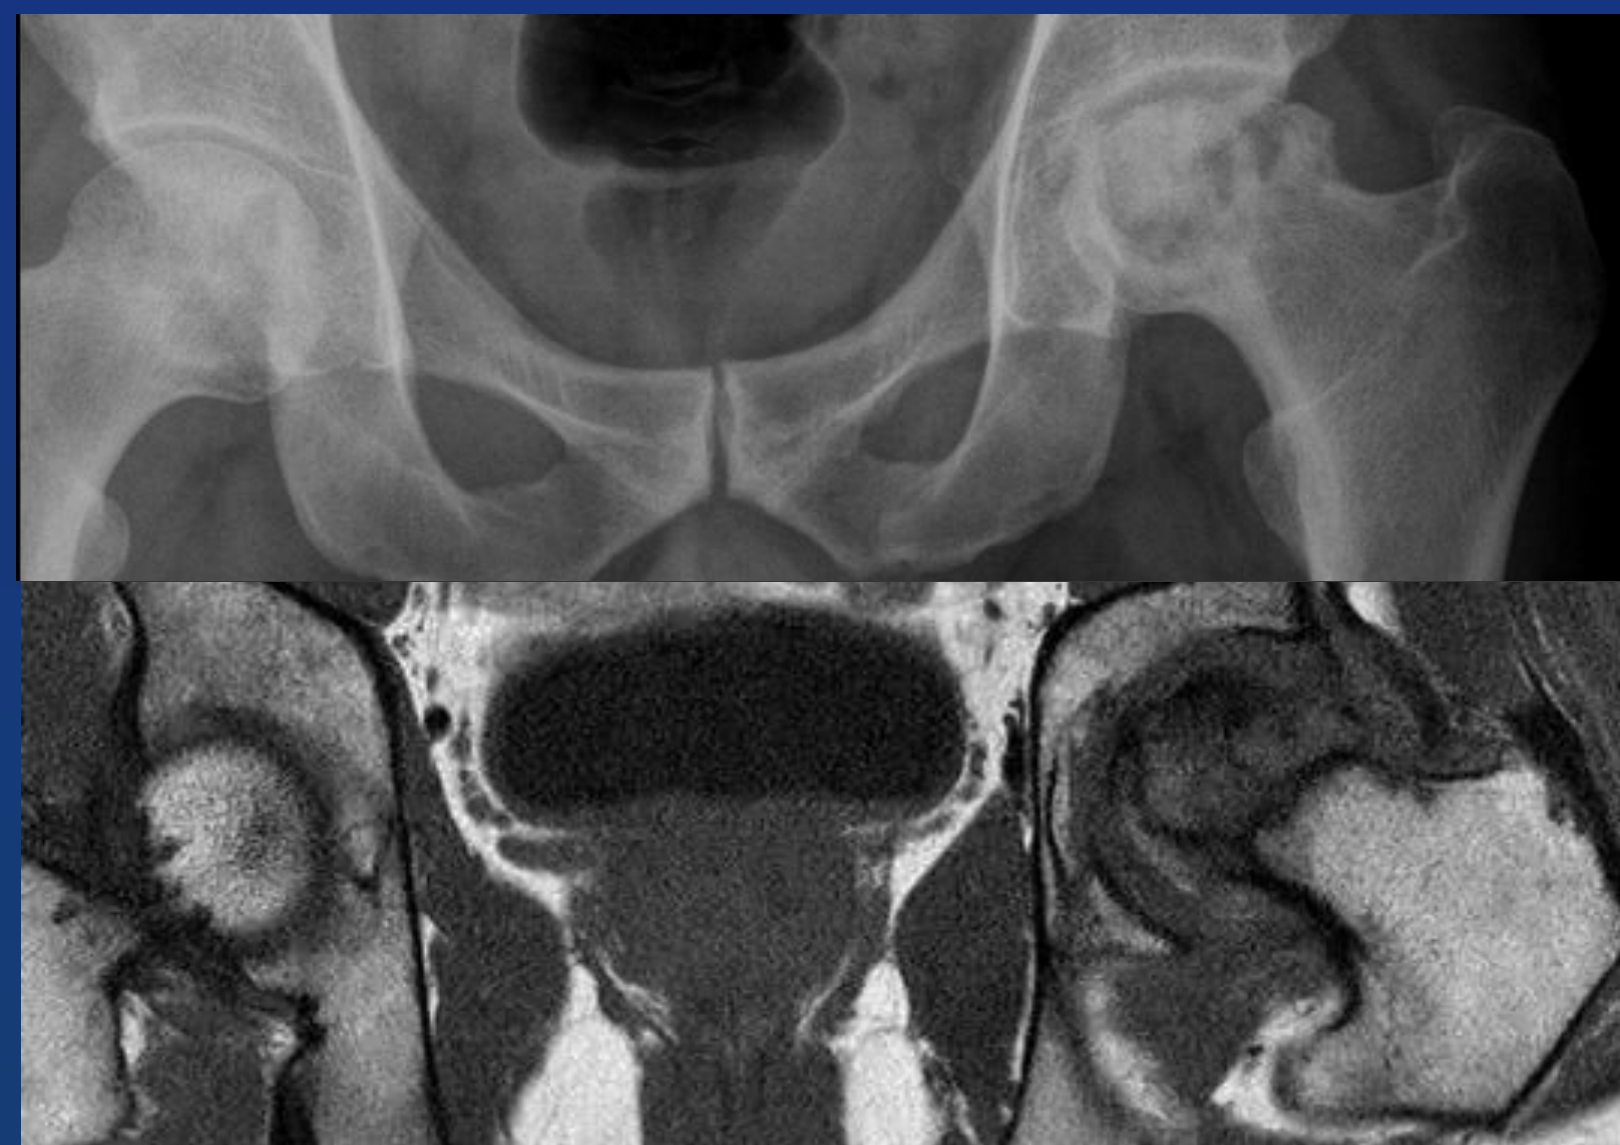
Rx de pelvis frente y corte coronal de ambas caderas ponderado en T1. Radiografía muestra disminución del espacio articular, aplanamiento de la cabeza femoral, con imágenes redondeadas radiolúcidas subyacente compatibles con geodas. En RM se observa marcada alteración en la señal habitual de la cabeza femoral, sutiles fenómenos productivos y aumento del líquido articular (no mostrado)
